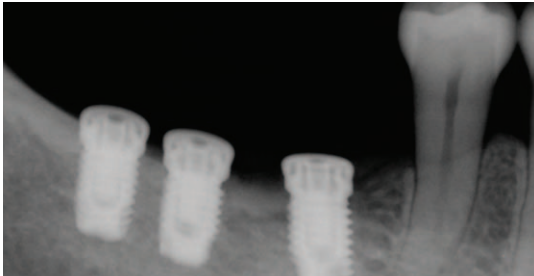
47세 여자환자에서 하악 우측 구치부에 3개의 임플란트가 식립된 후 치근단 방사선 사진.
